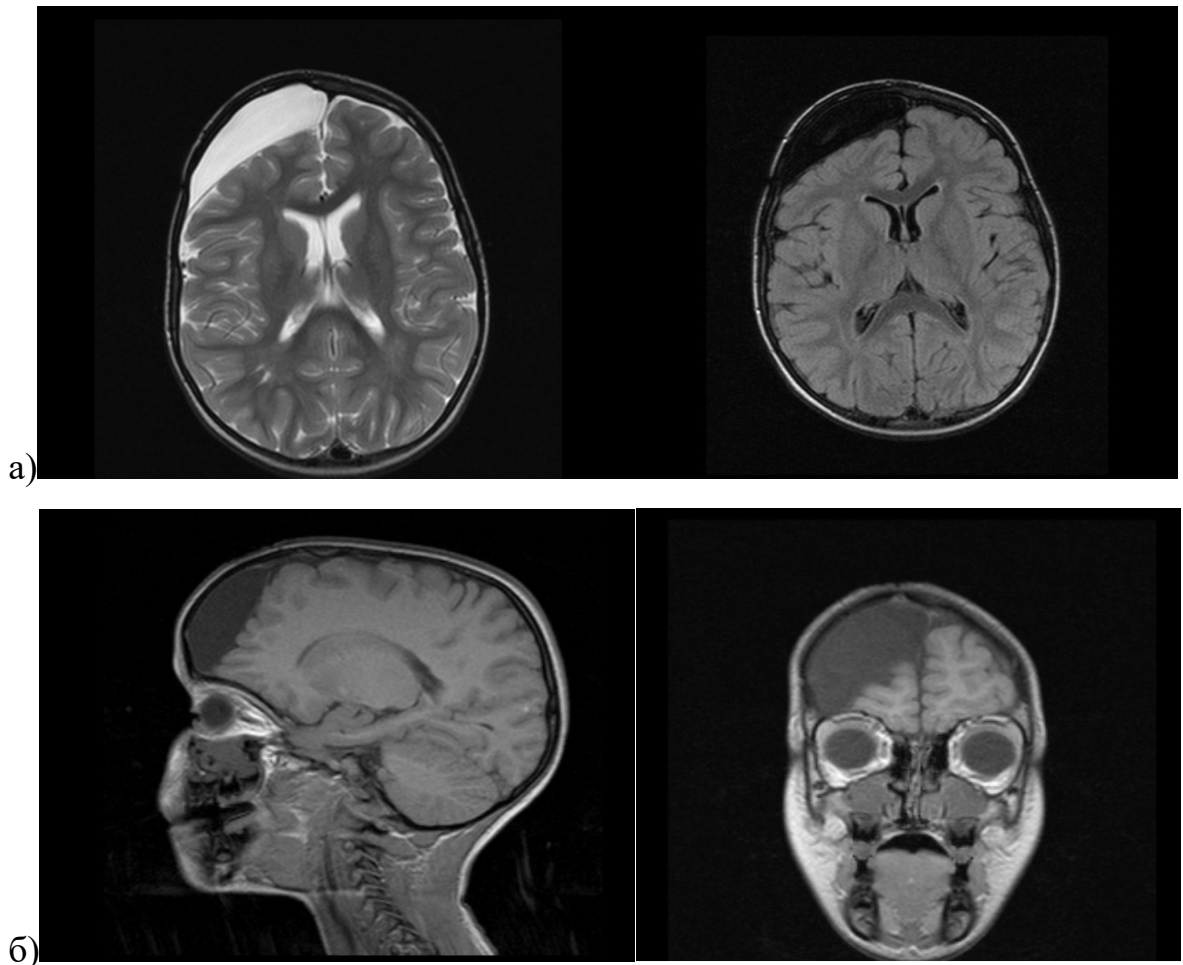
Спостереження № 39, вік 5 років, конвексимальна арахноїдальна кіста правої лобової ділянки а) МРТ головного мозку в аксіальній площині, режимах T1W і T2W б) МРТ головного мозку в сагітальній та коронарній площині, режим T2W.
